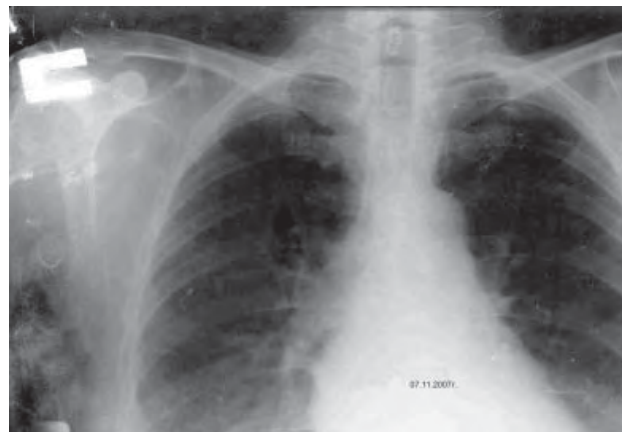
Контрольная рентгенограмма ОГК больной Т. от 07.11.07 г. Правосторонний лобит в стадии рассасывания
